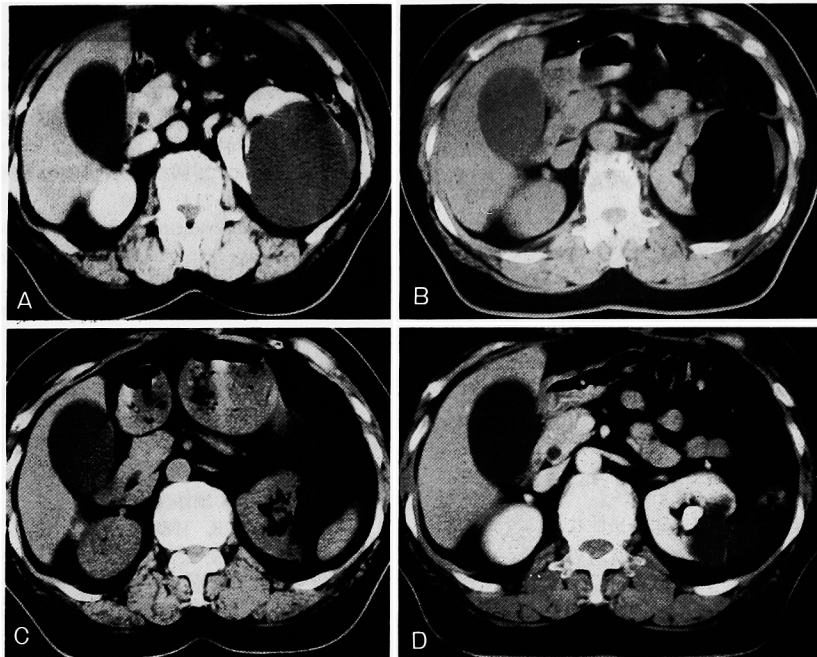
A: CT-scan at pre-puncture status demonstrated simple renal cyst in the left kidney B: CT-scan immediately after CO₂ instillation demonstrated renal cyst content displaced by CO₂ gas completely C: CT-scan 24 hr after CO₂ instillation demonstrated CO₂ gas in renal cyst was absorbed almost completely D: CT-scan 1 month after CO₂ instillation demonstrated 77% of reduction rate in punctured cyst volume compared with pre-puncture status
